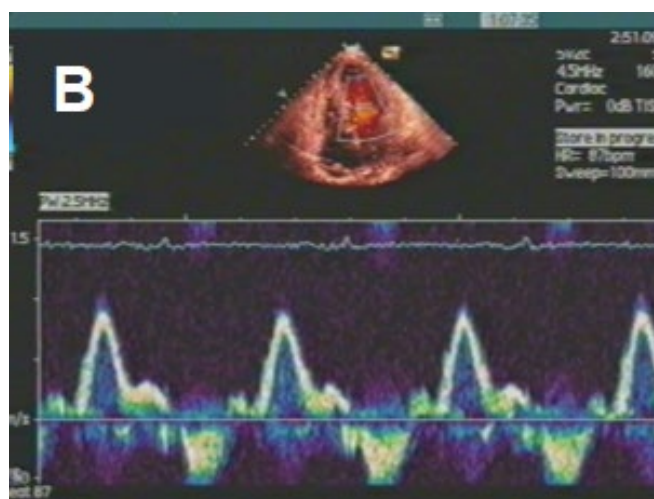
Эхокардиограмма больного AL-амилоидозом, выраженная псевдогипертрофия ЛЖ.
